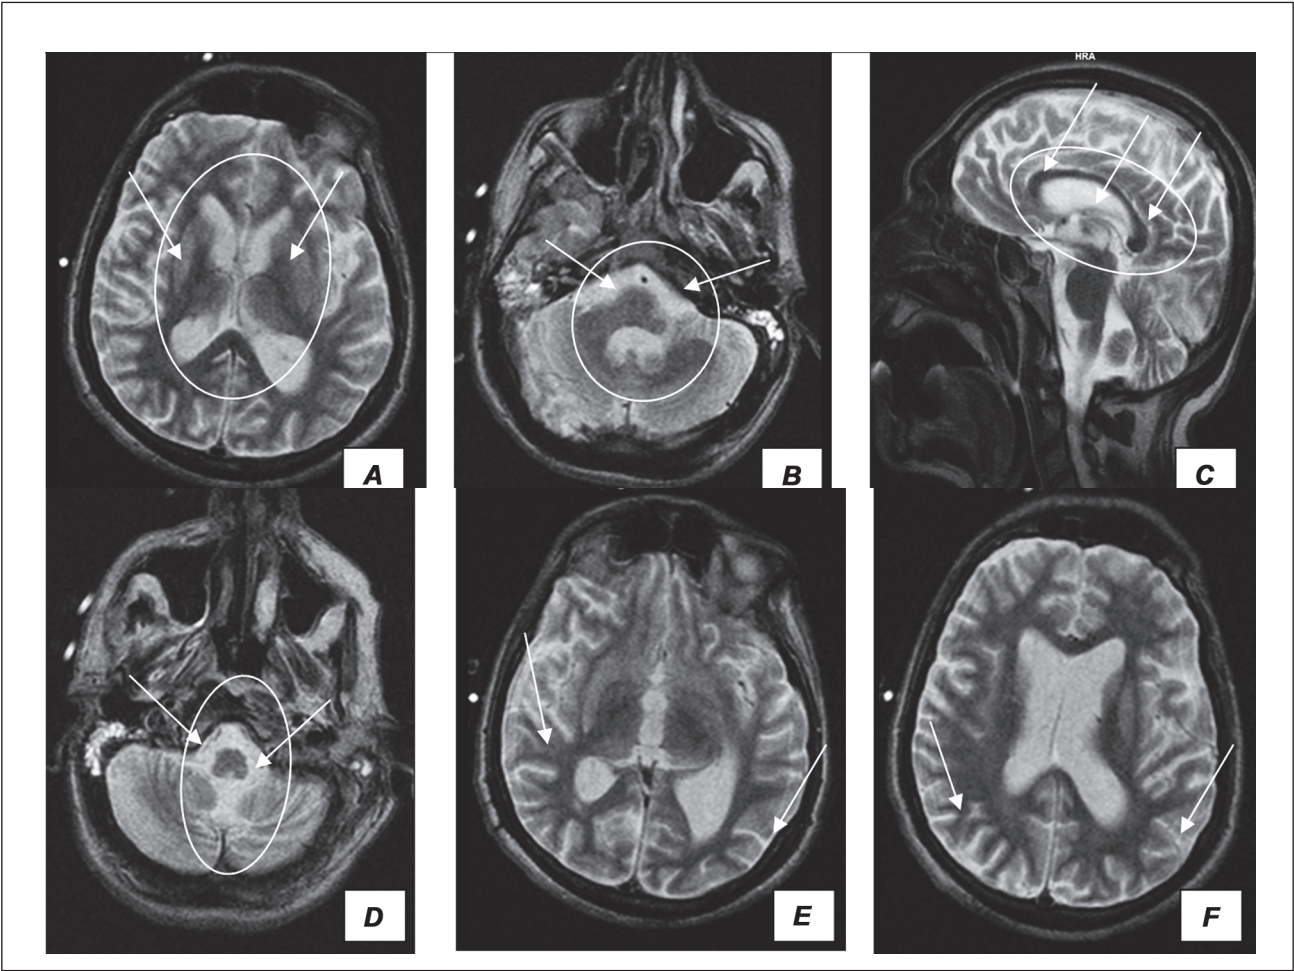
Cranial MRI of patient P., 38 years old, with severe illegal methadone poisoning with symptoms of acute toxic-hypoxic encephalopathy, complicated by the development of apallic syndrome. Visualization zones of the pathological process: A — basal ganglia and thalamus; B — dentate nuclei; C — corpus callosum; D — zone of the central pons; E, F — zones of vasogenic edema in the parietal-occipital subcortical region
